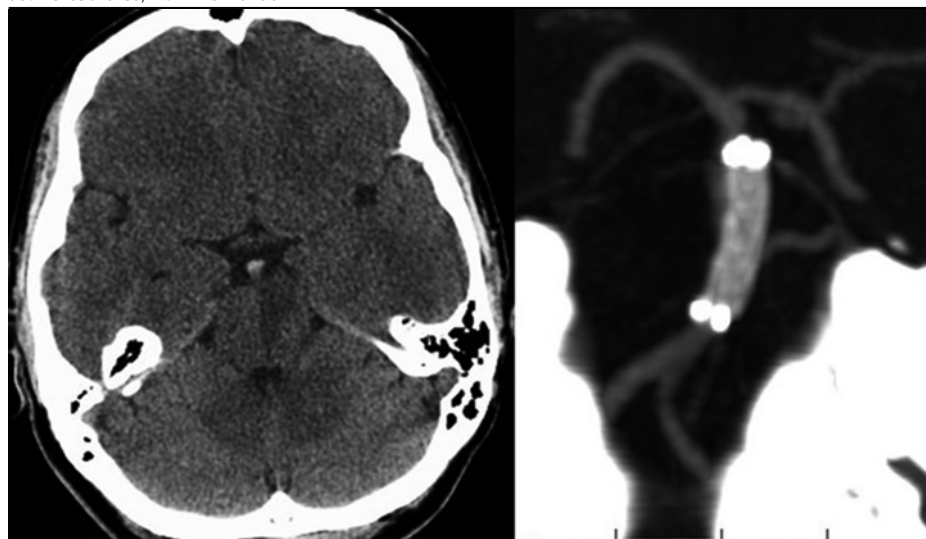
A – vstupní nativní CT mozku s patrným nástěnným (resp. intramurálním) trombem, B – CT angiografie – zdrojové snímky s parciálním plněním lumen a. basilaris; C – CT angio rekonstrukce stenózy AB; k podezření na disekci by mohl vést trombus ve tvaru půlměsíce na nativním CT
